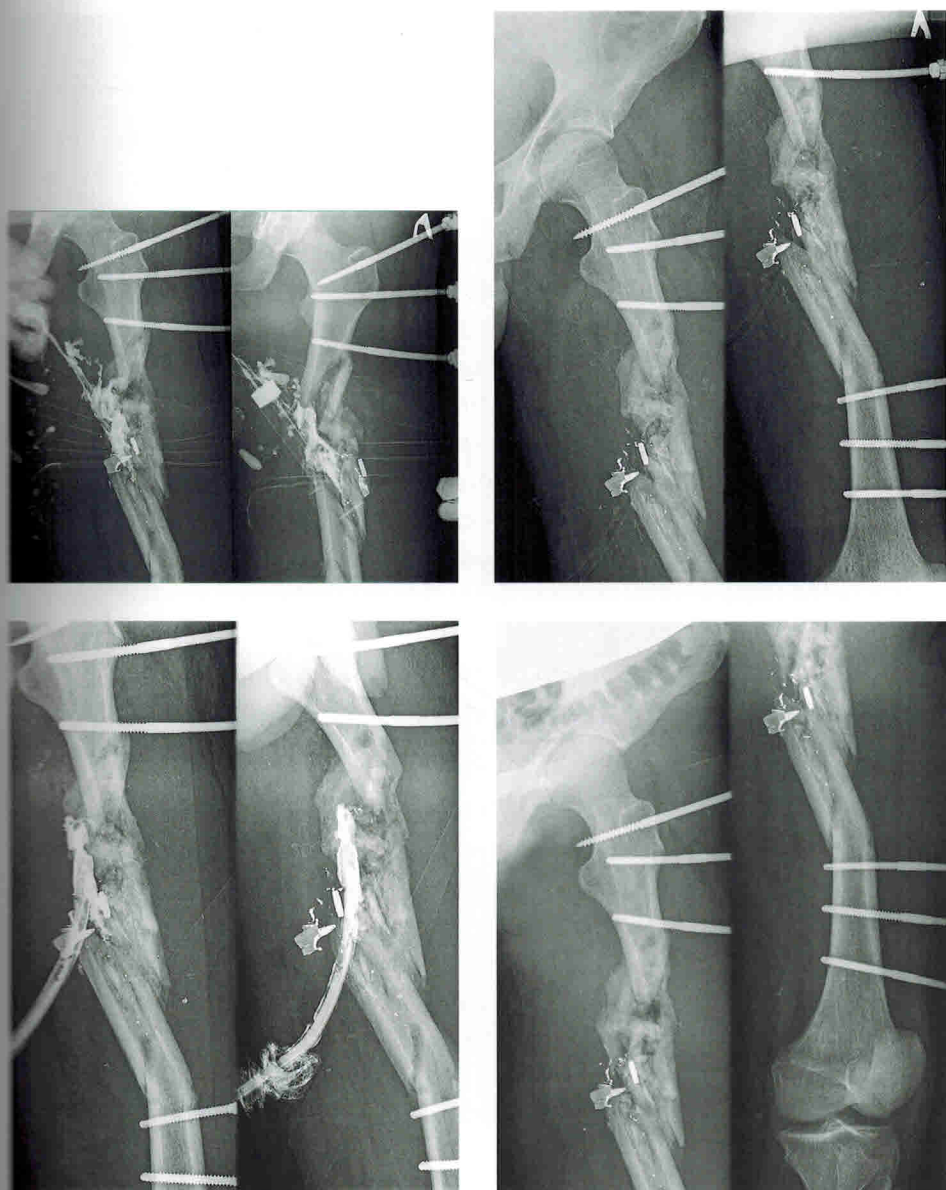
Этапные рентгенограммы того же пациента в ходе лечения огнестрельного остеомиелита
